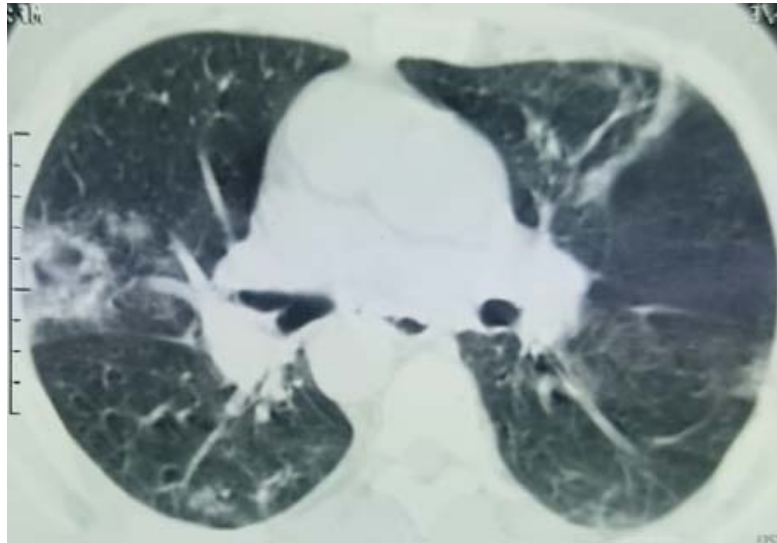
TDM thoracique en fenêtre pulmonaire en coupe axiale montrant un aspect de condensation pulmonaire.
